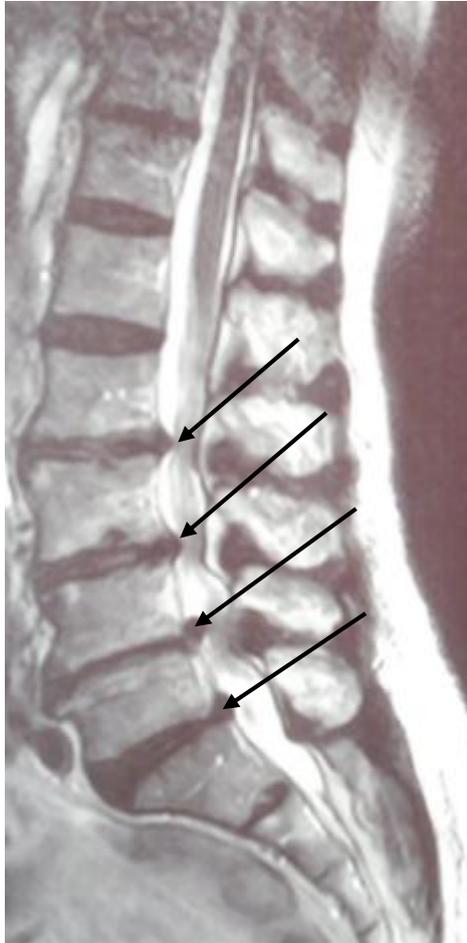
IRM du rachis lombo-sacré : Hernie discale pluri-étagée conflictuelle de L2-L3, L3-L4, L4-L5, L5-S1 (IRM)
